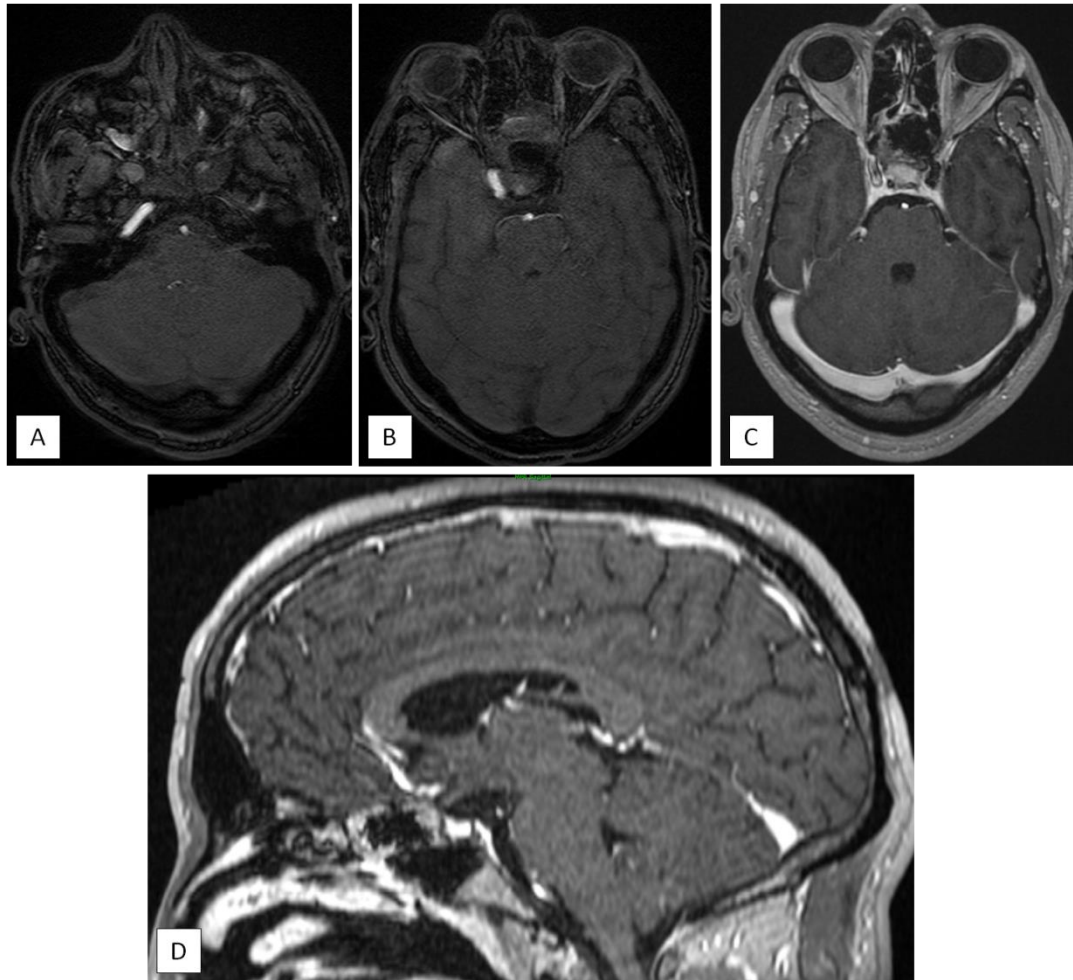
L'IRM cérébrale de contrôle en séquence 3D TOF (A, B) montre une occlusion totale de la carotide interne gauche, et en séquence T1GADO (C, D) montre l'absence de flux au niveau de l'anévrysme carotidien intra-caverneux prolabé dans le sinus sphénoïdal.
